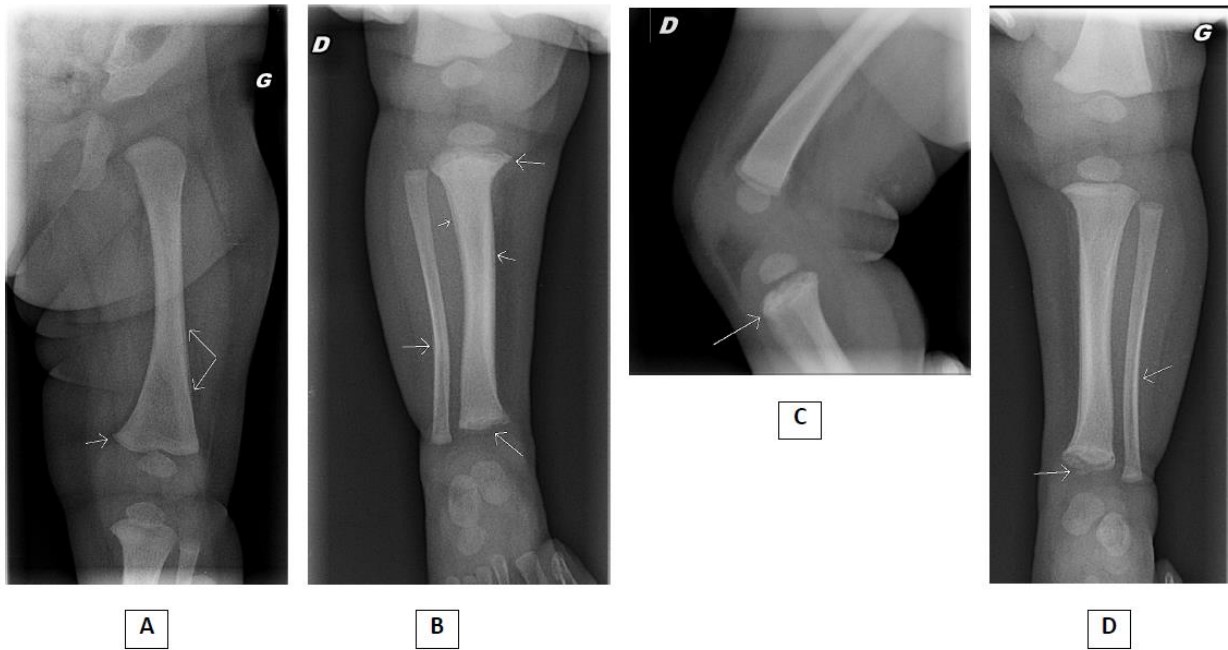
Radiographies réalisées au cours du bilan initial dans le cadre d'un SBS.
